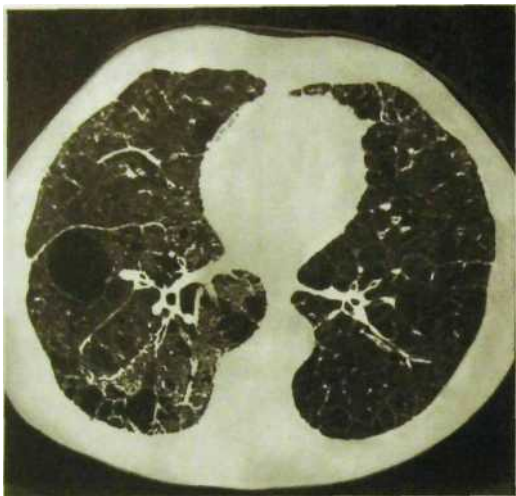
33. Компьютерная томограмма. Обструктивный бронхит и диффузная эмфизема легких. Структура легких значительно перестроена. Фиброзные тяжи, бронхоэктазы, небольшие буллы и крупный эмфизематозный пузырь.
